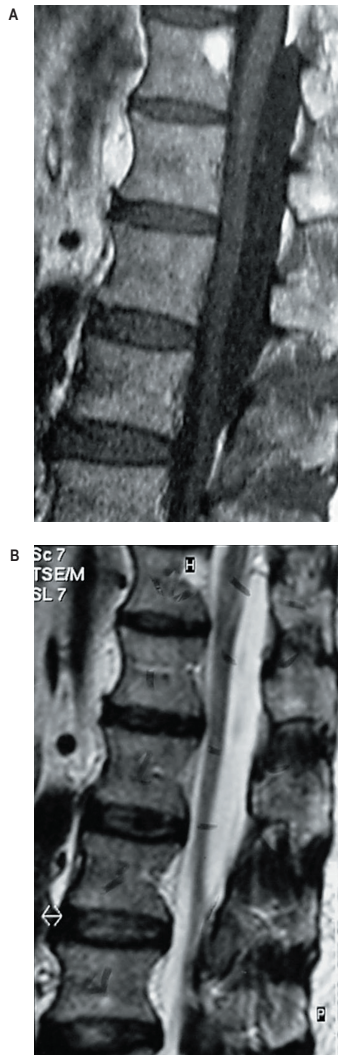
A) RM corte sagital, imagem ponderada em T1; B) imagem ponderada em T2. Demonstram a extensão cefalocaudal da lesão e sua relação com estruturas vizinhas.
